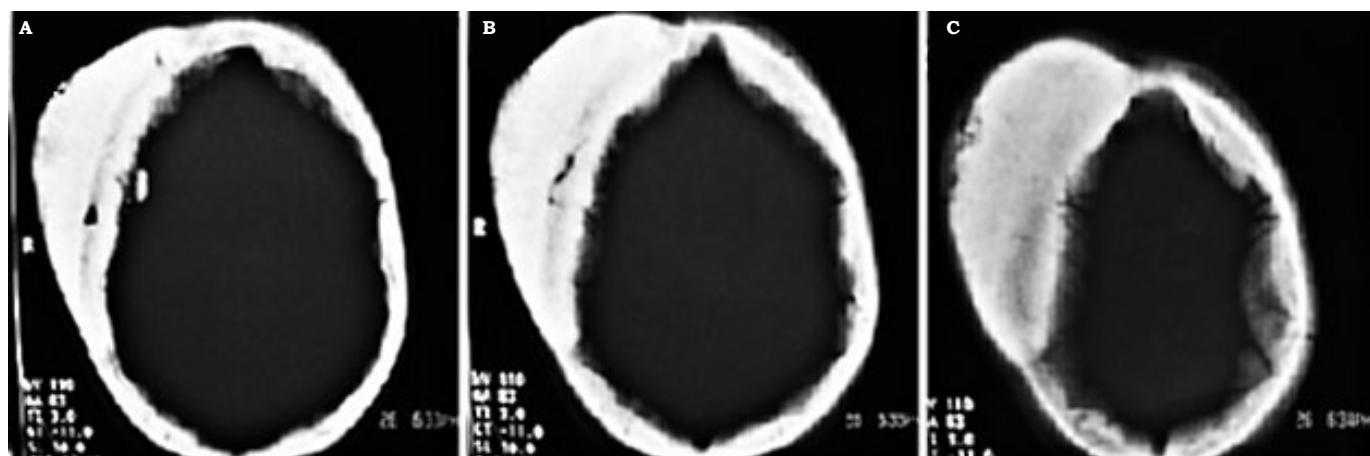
Tomografía de cráneo en fase de ventana ósea. A, B y C. Se observa una lesión osteolítica de localización frontoparietal derecha que involucra todo el diploe con dimensiones de 15 cm en su longitud anteroposterior, y un grosor máximo de 7 cm.
